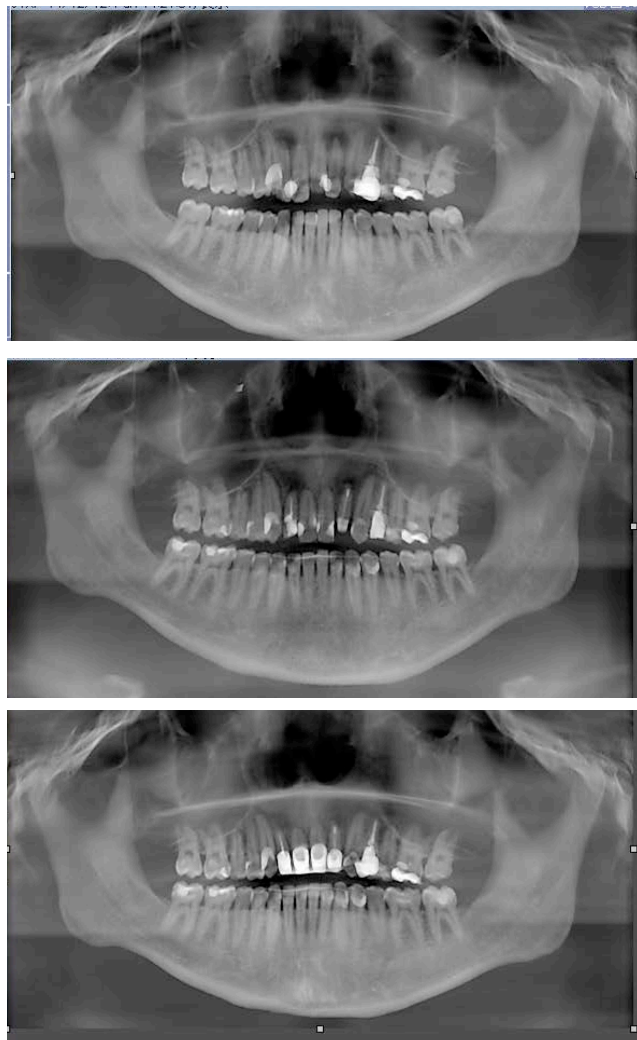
パノラマX線写真 上段：(34歳 3カ月)
